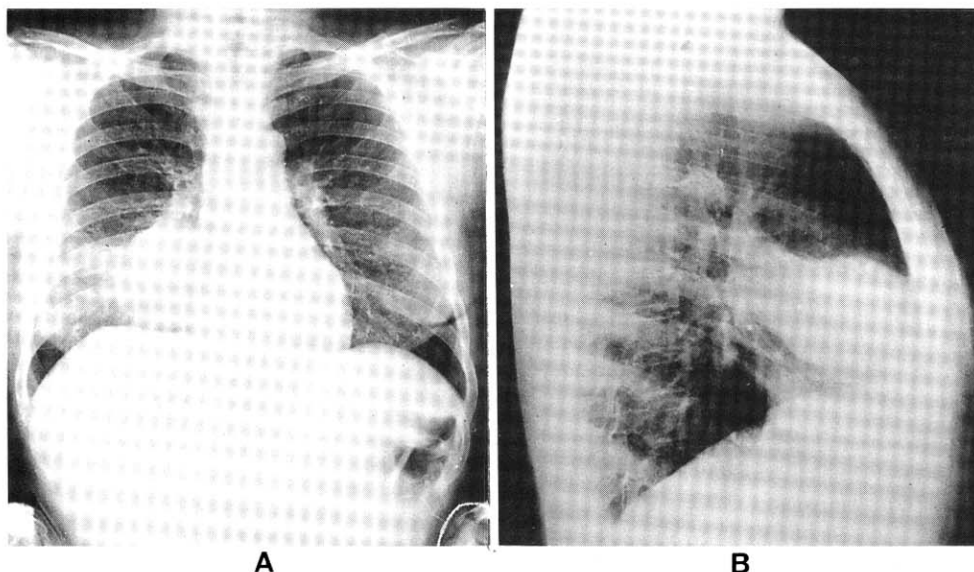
The X-ray film of chest shows a large round mass in the middle lobe of right lung. A) Posteroanterior projection. B) Right lateral projection.
